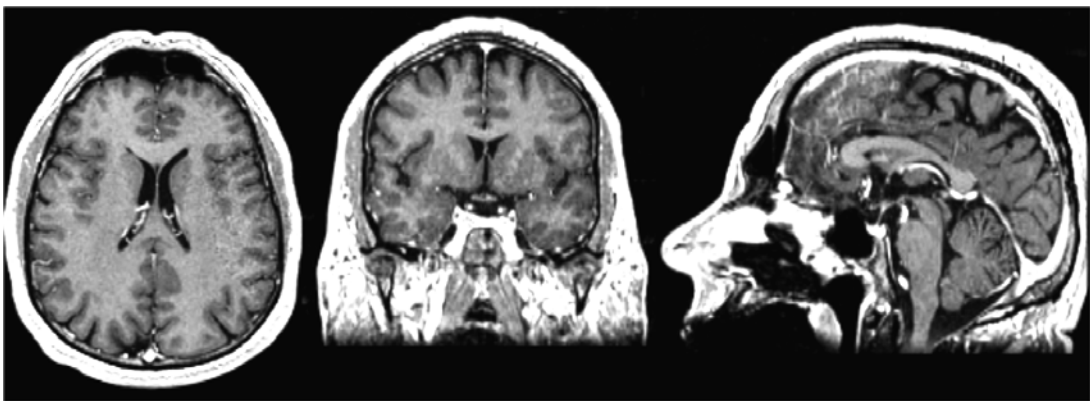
Coupes IRM du cerveau : plan axial, coronal et sagittal [7].
